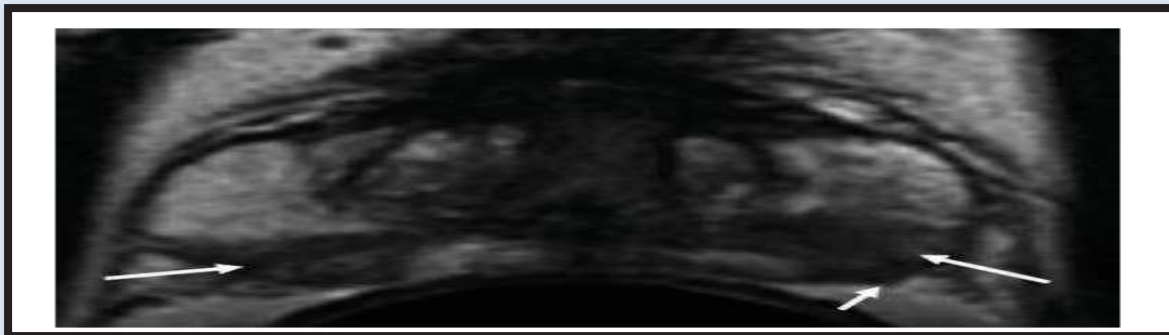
RM corte Axial en T2. Neoplasia de la glándula periférica izquierda con infiltración del plexo neurovascular (flecha).
